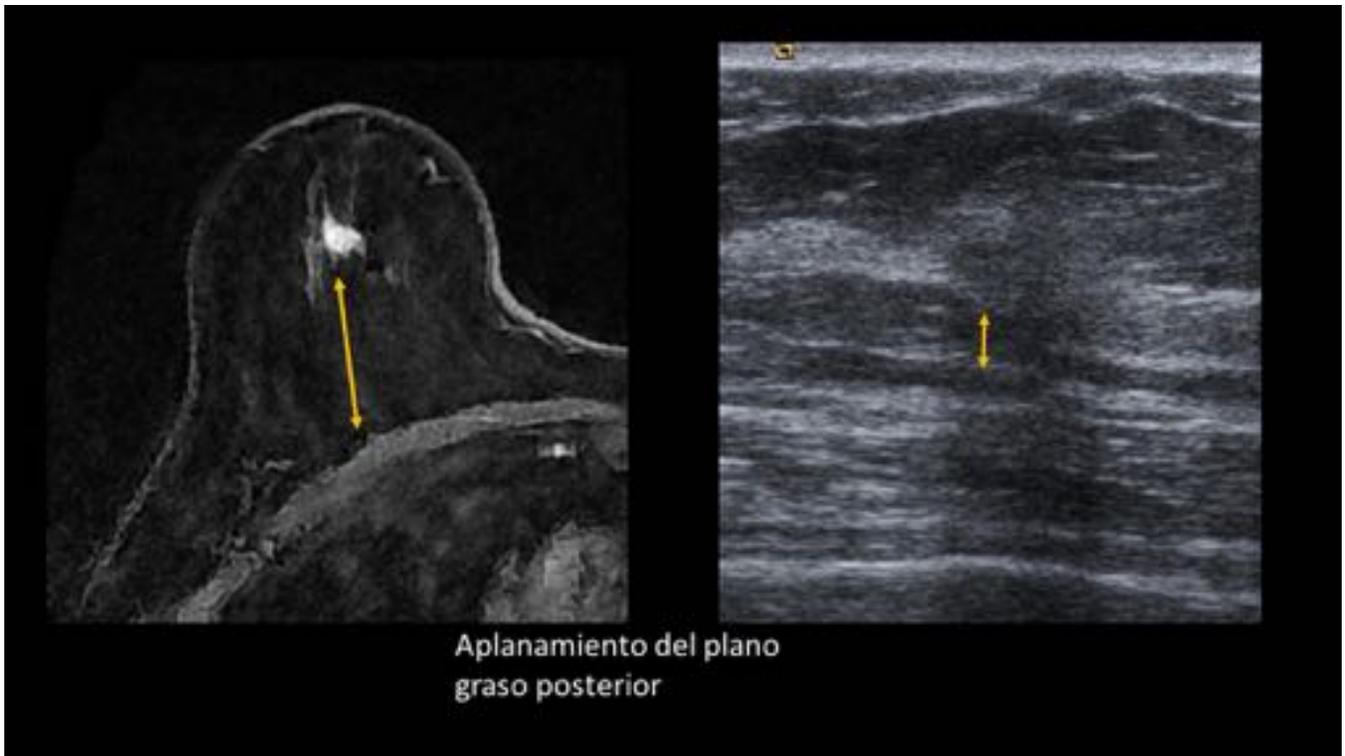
Disminución del plano graso posterior hace que las lesiones se sitúen más cerca de la pared torácica en la ecografía second-look.
